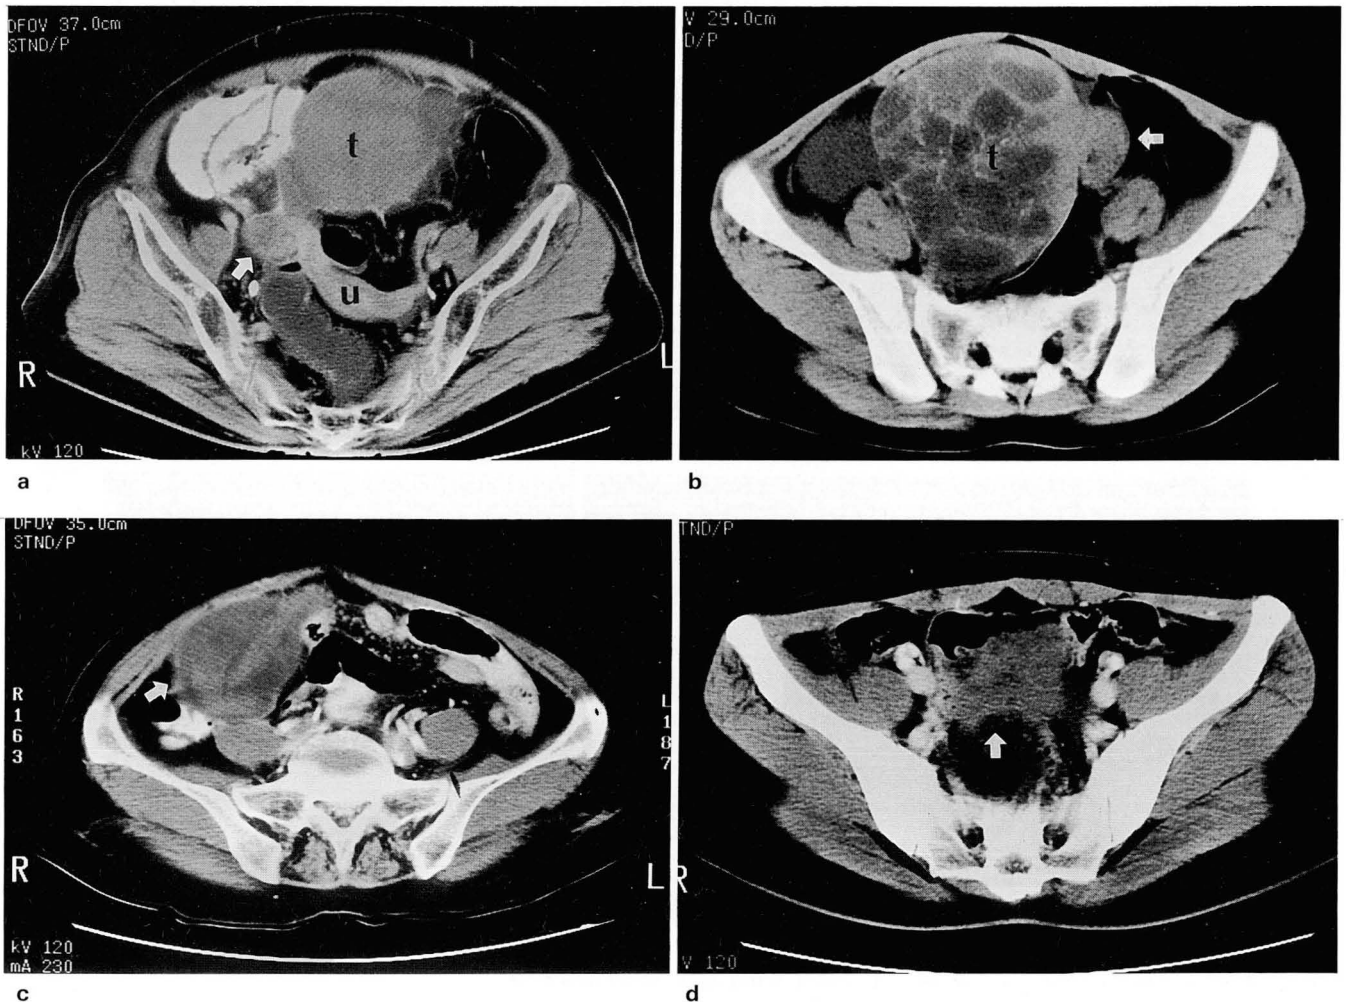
CT patterns of the twisted vascular pedicle in patients with ovarian tumor torsion.
